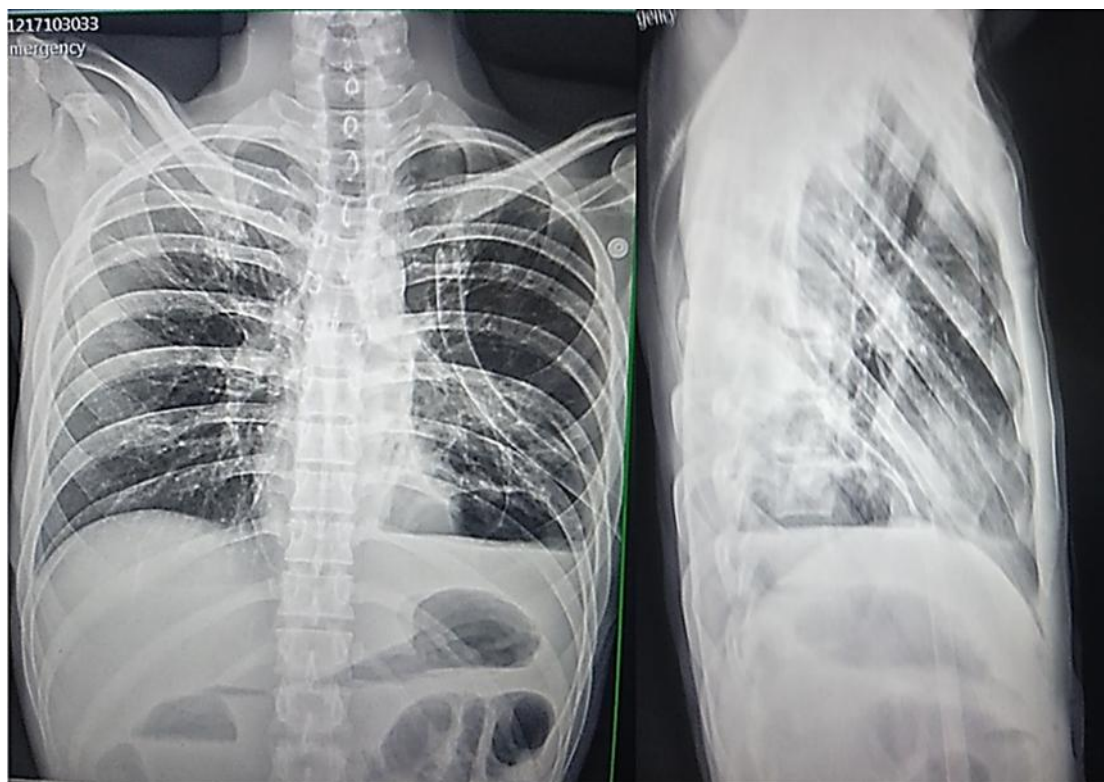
Radiografía de tórax (proyección PA y lateral) post colocación de sistema de drenaje torácico.
